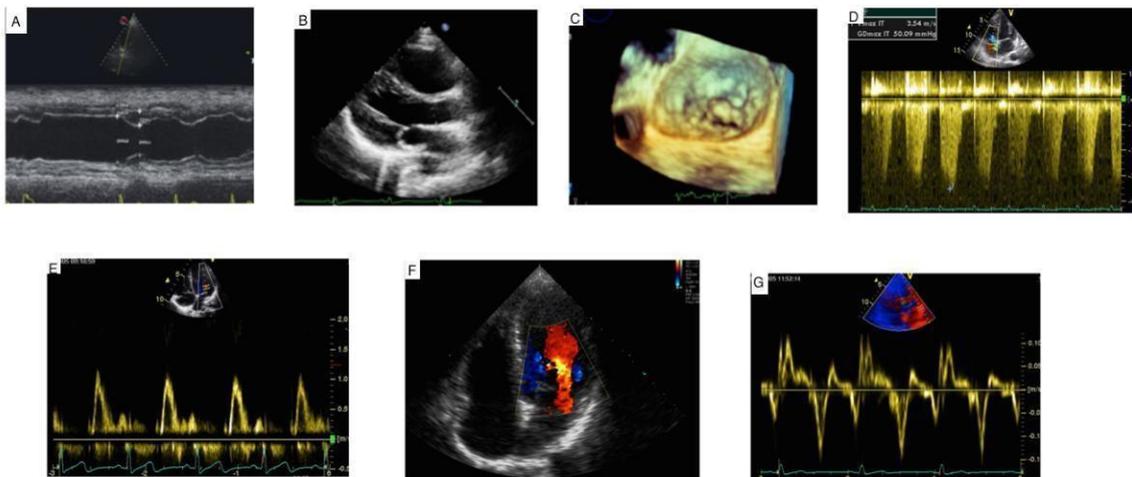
Modes échographiques. [16]
